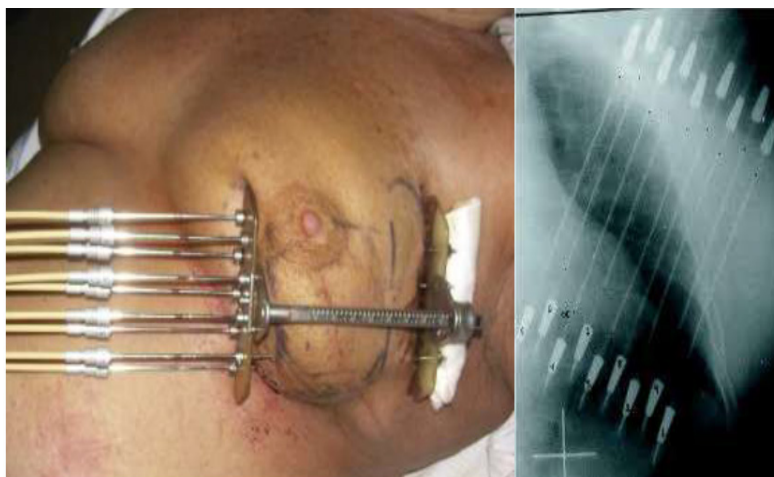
Tratamento de braquiterapia com posicionamento de agulhas de irídio-192. Após a inserção das agulhas o posicionamento é conferido com uma radiografia para começar carregamento das agulhas.
